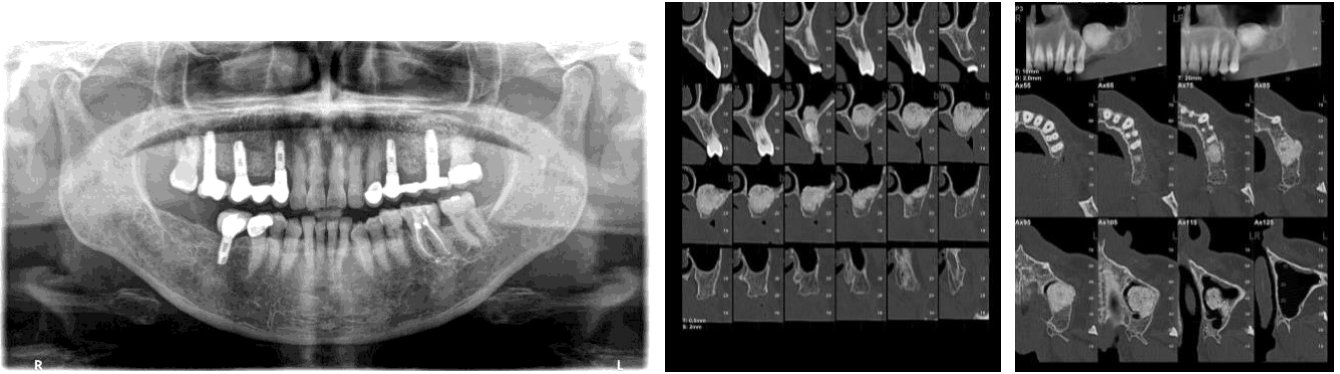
técnica radiográfica bidimensional (ortopantomografía imagen derecha) y tridimensional (CBCT imagen izquierda).
